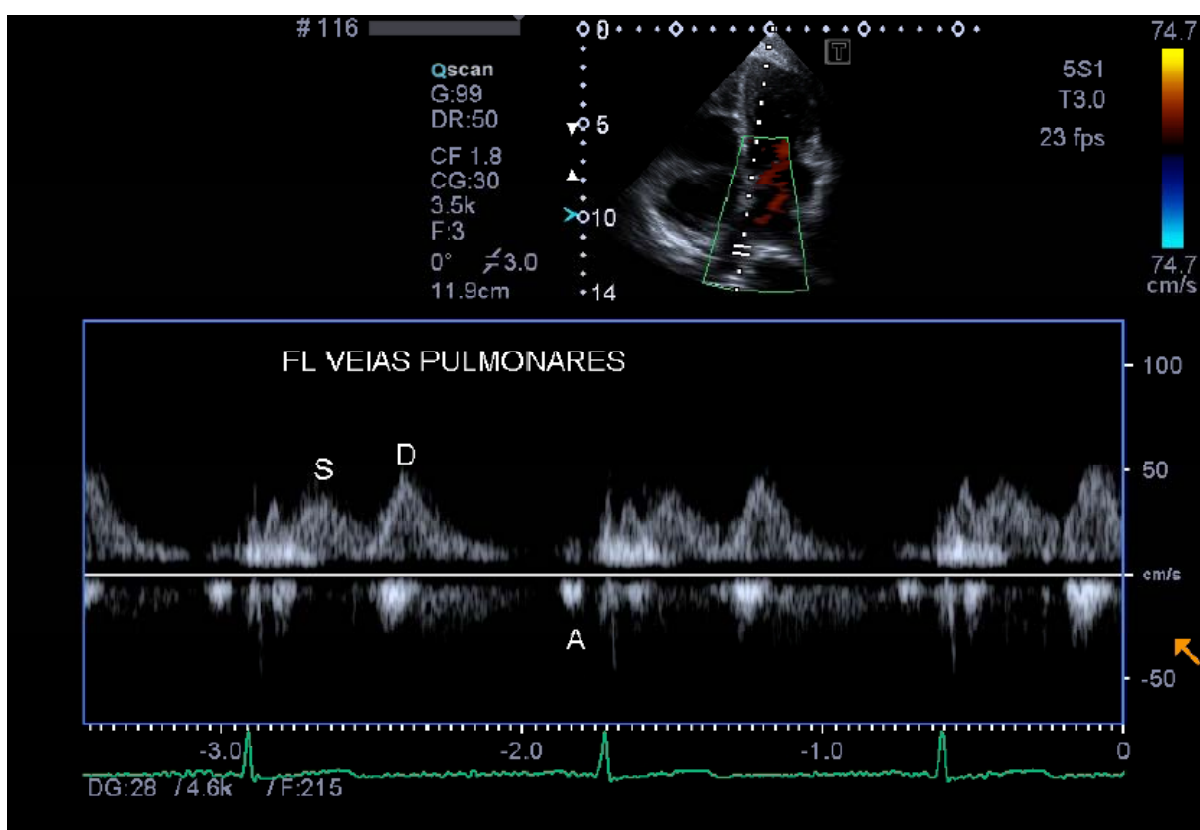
Fluxo em veia pulmonar pelo Doppler pulsado. S- onda sistólica, D – onda diastólica, A – reverso atrial
